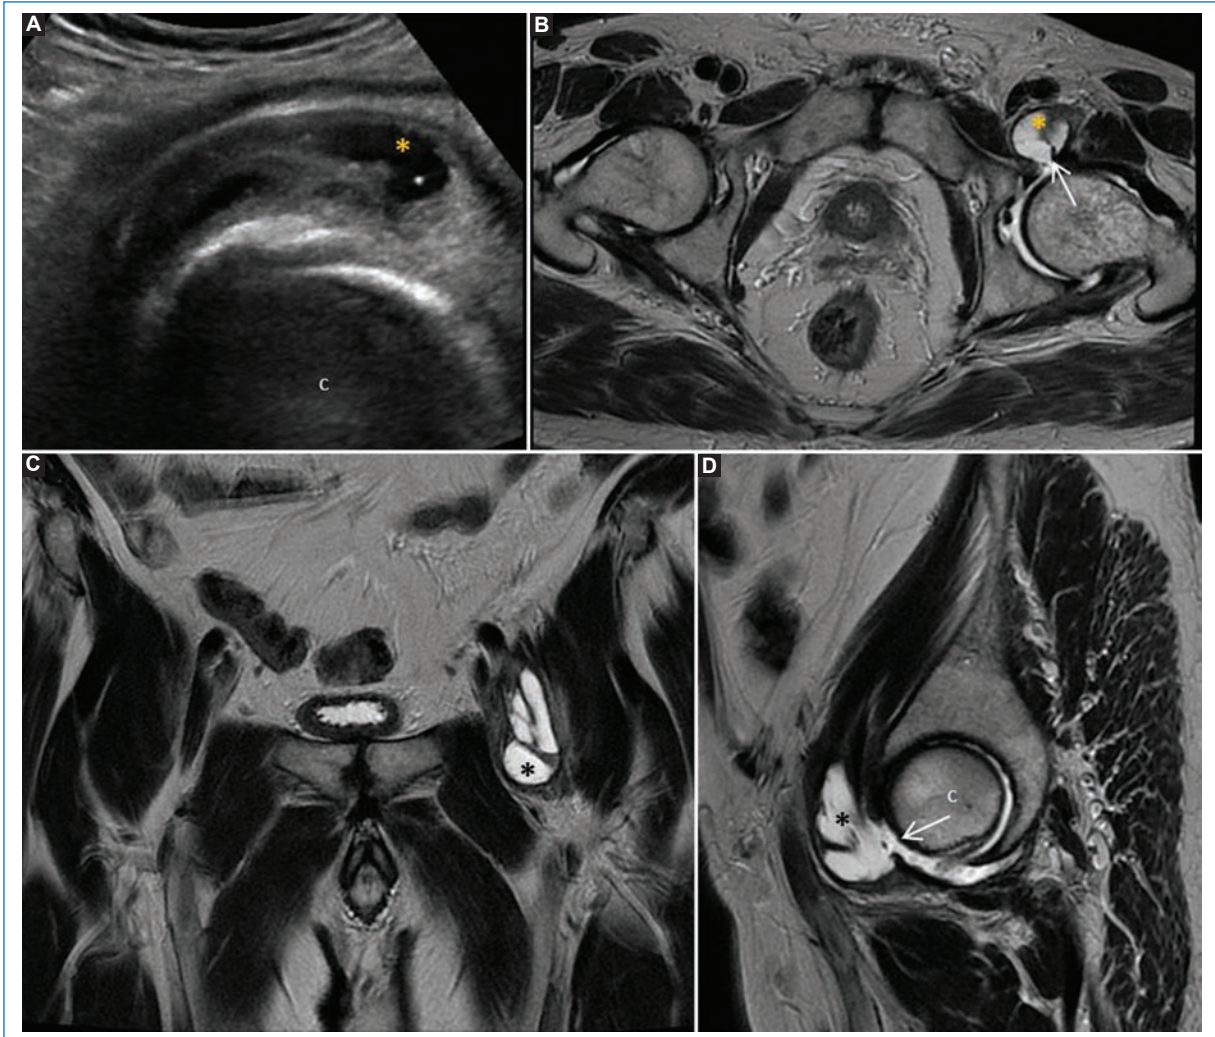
Bursitis del iliopsoas. A: la ecografía pélvica muestra una tumoración quística ovalada (asterisco) anterior a la articulación coxofemoral izquierda. En la RM pélvica en secuencia T2 axial (B), coronal (C) y sagital (D) se aprecia la dependencia de la lesión de la articulación coxofemoral izquierda (flecha). c: cabeza femoral.
